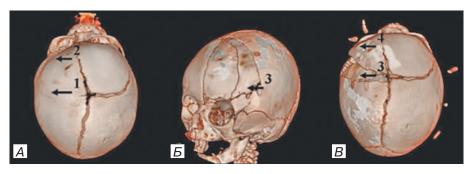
Данные КТ головы с 3D-реконструкцией черепа девочки 3 мес с фронтальной плагиоцефалией слева: а) до операции — видно отсутствие половины коронарного шва (1), уплощение верхнего края орбиты и лобной кости поражения с нависанием противоположной половины лба (2); б, в) на 2-е сутки после операции — выделена область резекции пораженной части коронарного шва (3), уменьшение деформации в лобной области по сравнению с дооперационным уровнем (4). Fig. 11. Data of brain CT with skull
